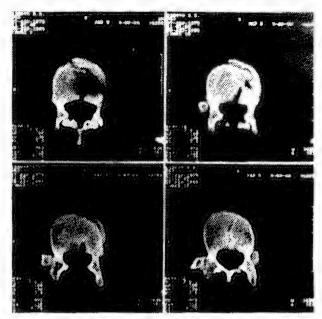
Компьютерная томография. Перелом тела позвонка Th_{χ}
